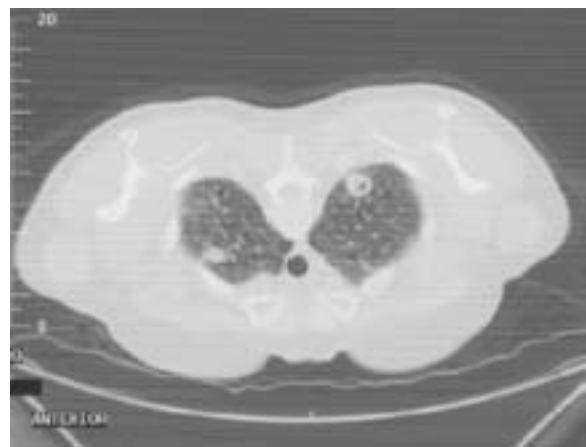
La TC mostra i noduli bilaterali nel lobo superiore, con il più grande di 1,8 cm nel segmento apicale posteriore del lobo superiore sinistro con cavitazione.
